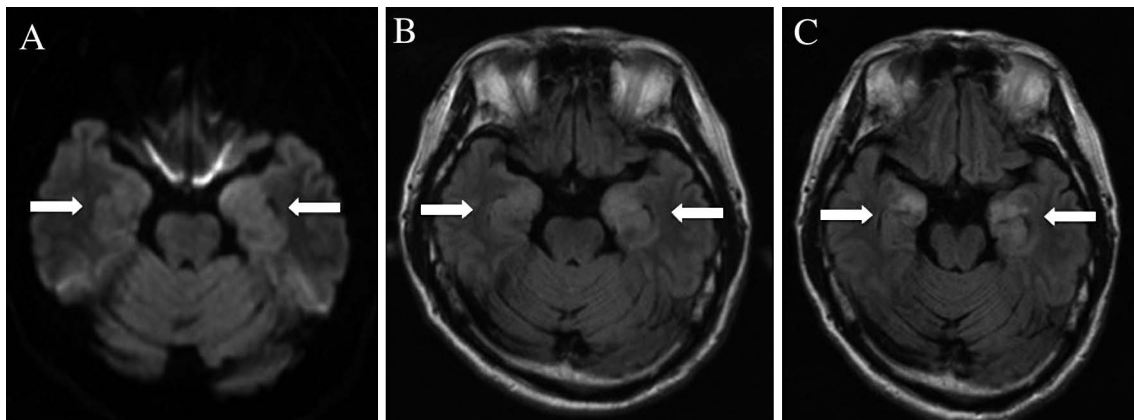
Magnetic resonance imaging (MRI) scans of the subject's brain.
